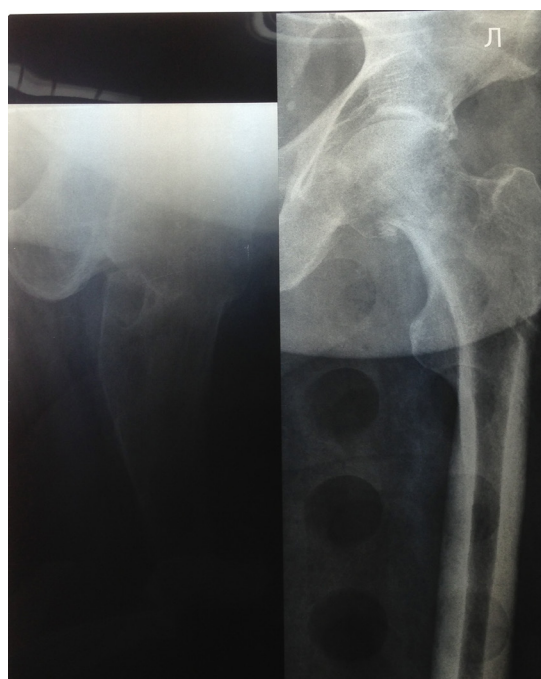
Фото с рентгенограмм левого тазобедренного сустава больного Р., 75 лет, с закрытым субкапитальным переломом шейки бедренной кости, через 3 месяца после демонтажа устройства
